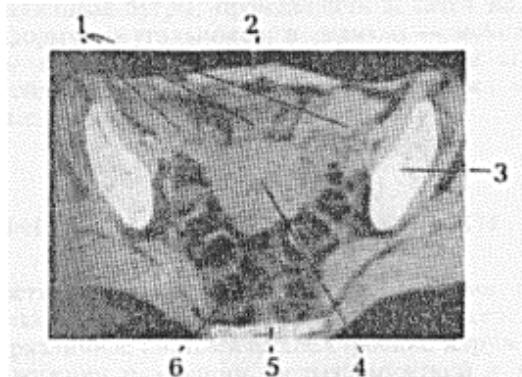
Компьютерная томограмма женского малого таза
